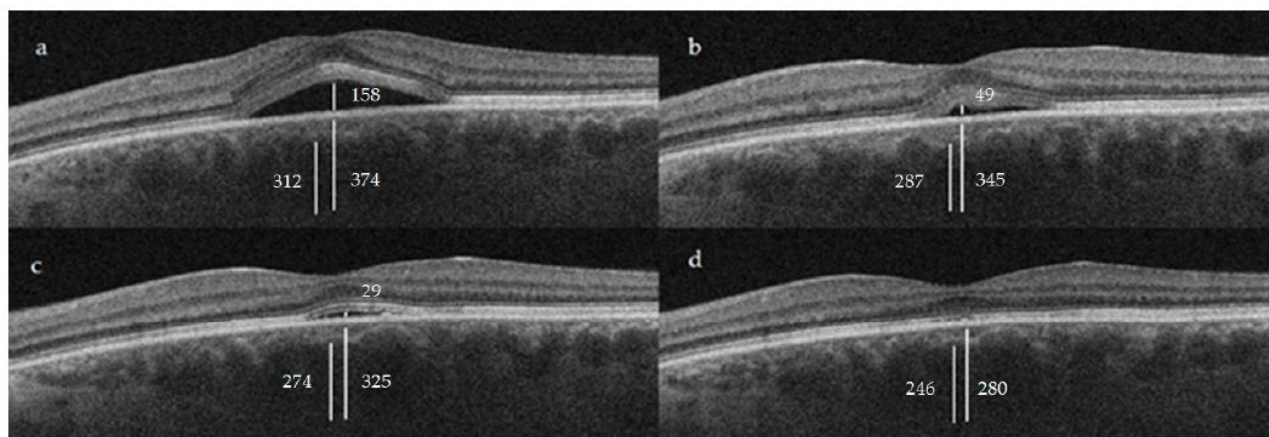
Clinical case of a 46-year-old male patient with a 6-month episode of CCSC and an initial BCVA of 20/50 at baseline (a). After STL treatment, we observed a progressive improvement throughout weeks 6 (b), 12 (c) and 24 (d), with a final BCVA of 20/20. In the image the CT, Haller and SRF measures can be appreciated, measured in μm . See Figure 1 for referencing purposes.
